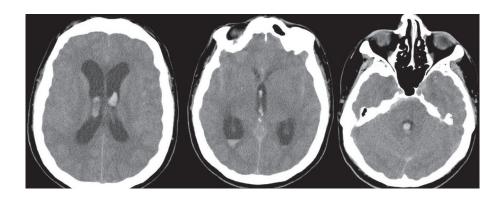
СКТ головного мозга пациента Т., 52 лет, аксиальная проекция. 1-е сутки после перенесенного интракраниального кровоизлияния. Fig. 1. Brain CT of male patient T., 52 years old, axial view. 1st day after intracranial hemorhage.
